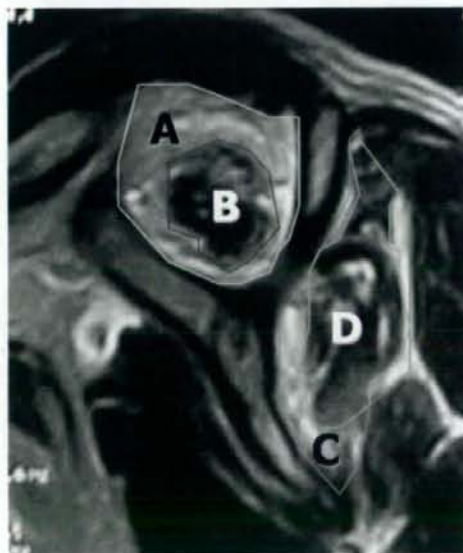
棘上筋・棘下筋の Occupation ratio. MRI の T1 強調画像の The Y-shaped view から画像解析ソフト Image J (National Institutes of Health, USA) を用いて棘上筋は B と A の比を、棘下筋は D と C の比を Occupation ratio とした。
